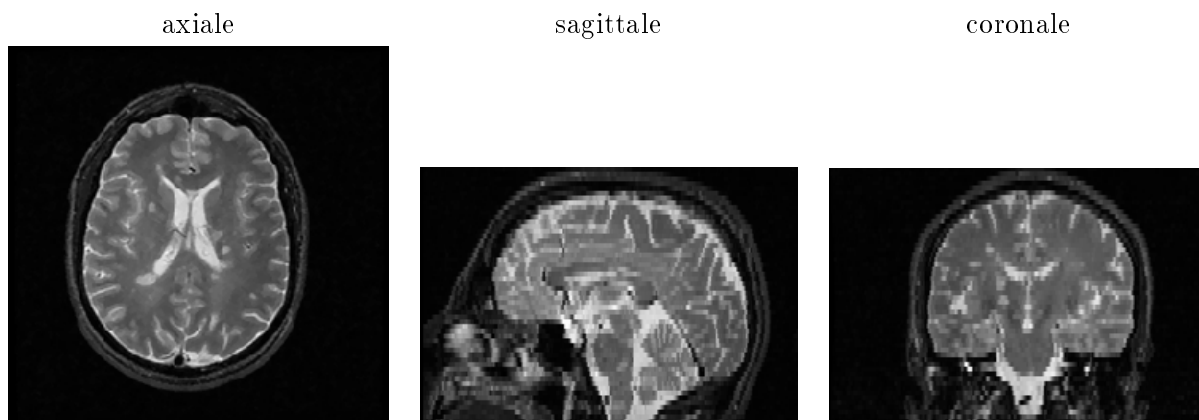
Une IRM pondérée en T2 (reconstruite en 3D) du Brigham & Womens' hospital de Boston.*
